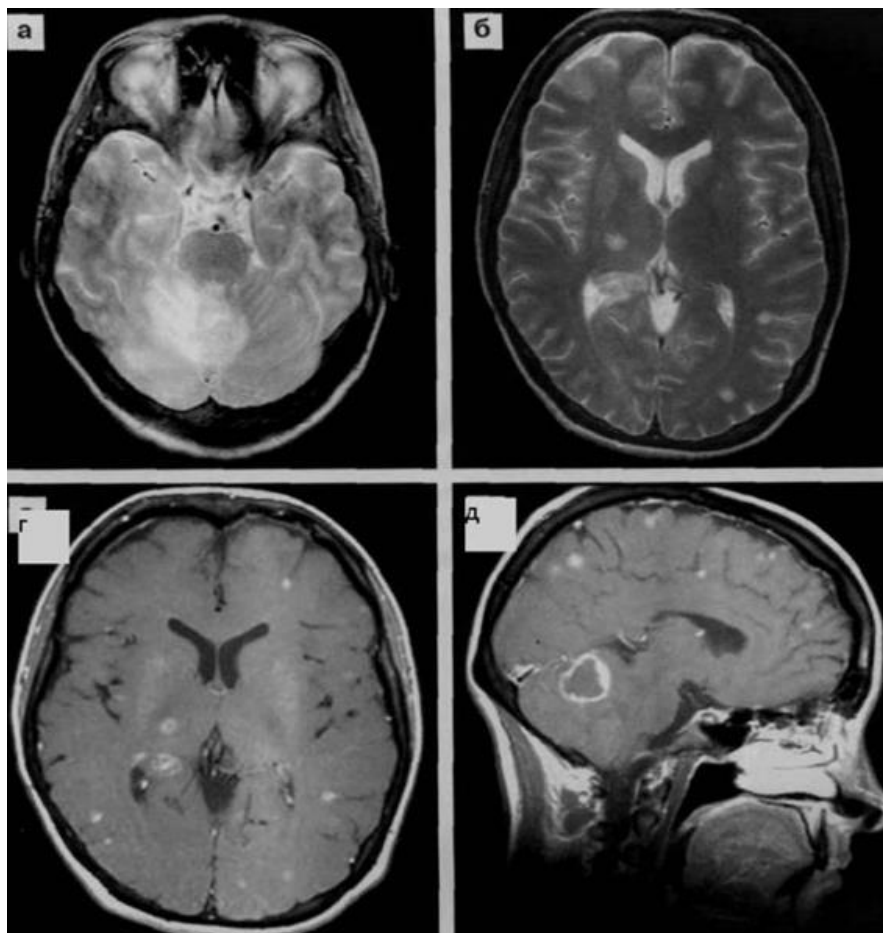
МРТ головного мозга новорожденного при токсоплазмозе
